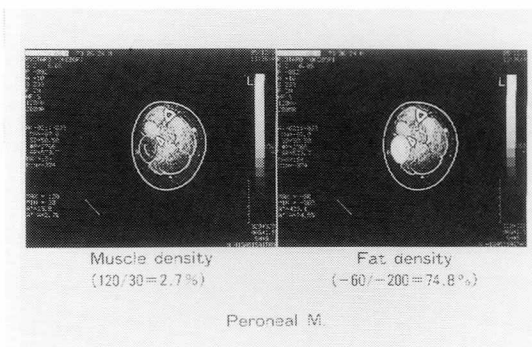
CT スキャンによる定量的評価法 (本文参照)
